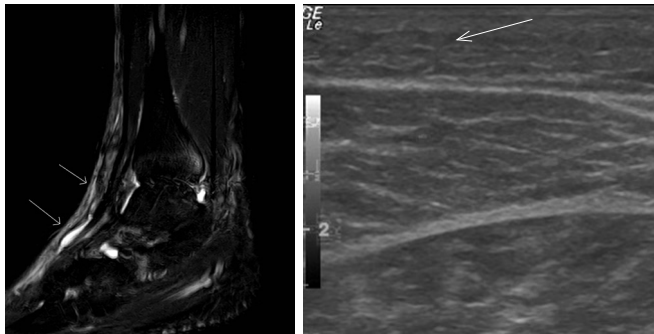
Linkes Bild: perimalleoläre Erweiterung der subkutanen interstitiellen Räume bei Sprunggelenksdistorsion im MRT. Rechtes Bild: Erweiterte Lymphspalten am medialen Oberschenkel im Sonogramm nach traumatischer Patellafraktur. Die Bildgebung ermöglicht keine Differenzierung der Ödemursache.
